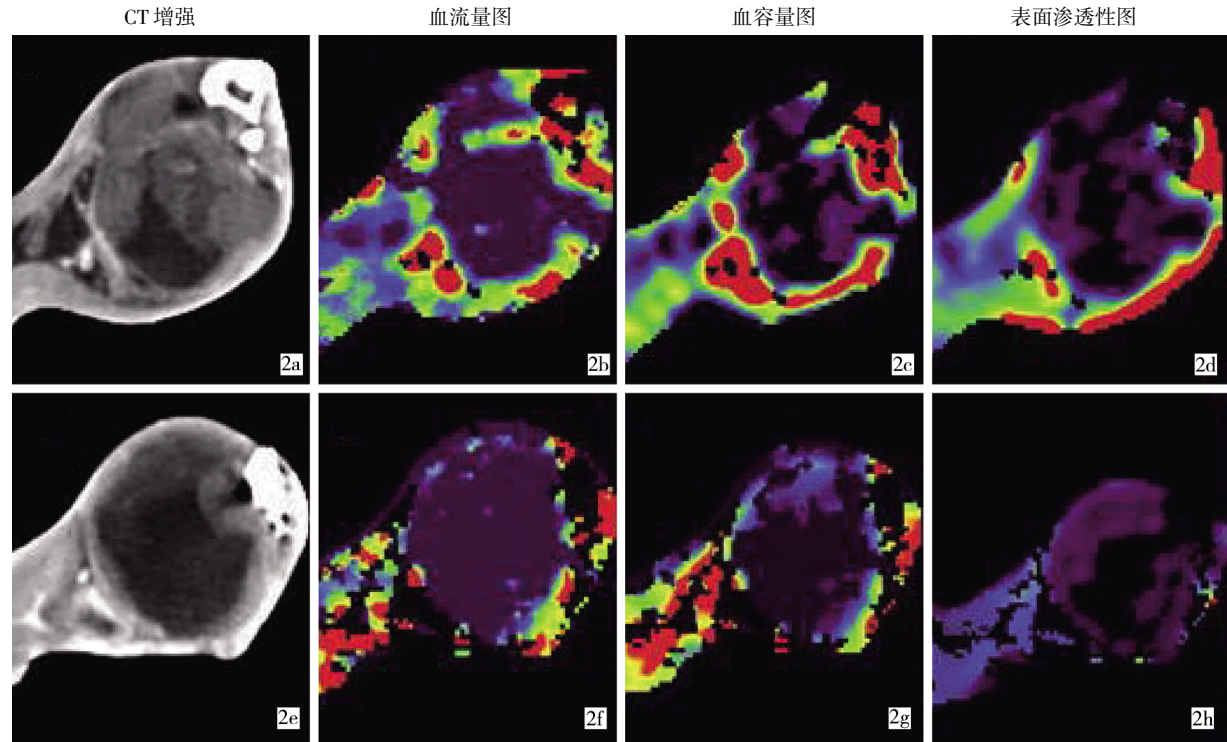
静脉组治疗前(2a ~ 2d)、后(2e ~ 2h)CT 灌注图
